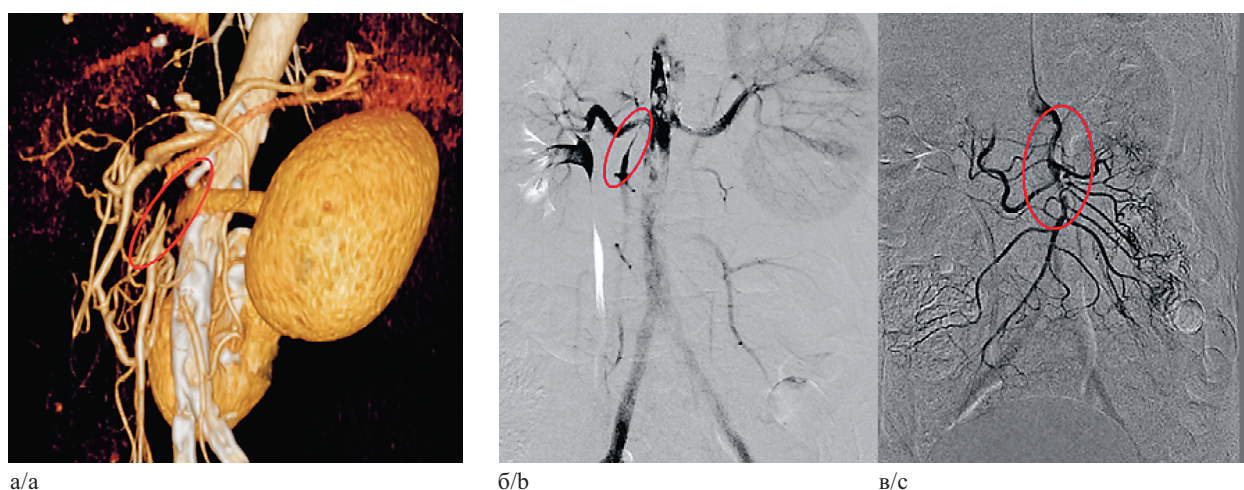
Результаты КТ-ангиографии (а), где выявлен локальный тромбоз верхней брыжеечной артерии; результаты выполнения реканализации, баллонной ангиопластики (б) и стентирования верхней брыжеечной артерии (в) пациентке П., 76 лет
